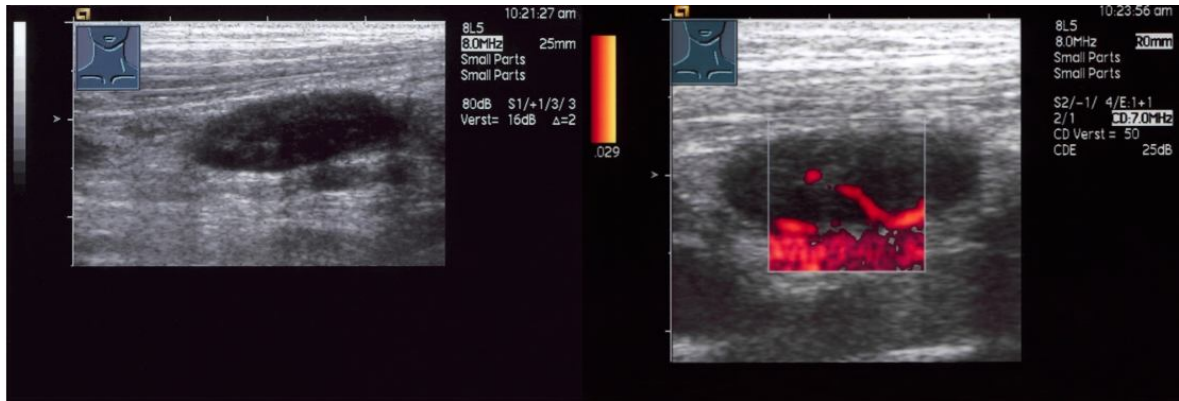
B-Bild (links) und PDS (rechts) des zervikalen LK eines 19jährigen Patienten mit einem Hodgkin Lymphom, welche fünf Wochen nach Chemotherapie und allogener Knochenmarkstransplantation erstellt wurden. Zum Zeitpunkt der Sonographie befand sich der Patient in kompletter Remission mit residuellen Auffälligkeiten links zervikal. Auf den Ultraschallbildern ist ein 2,0 x 0,7 cm großer echoarmer, ovaler LK ohne Hiluszeichen mit einem aberranten, teilweise subkapsulären Gefäß zu erkennen. 19 Wochen nach der Untersuchung kam es zu einem Rezidiv der Erkrankung (Progress mit flächenhafter Thoraxwandinfiltration links und malignem Pleuraerguss).
